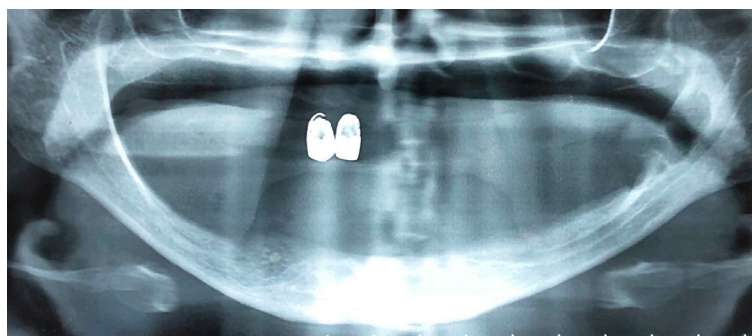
Radiographie panoramique : ostéolyse dans la région rétro-molaire mandibulaire gauche
